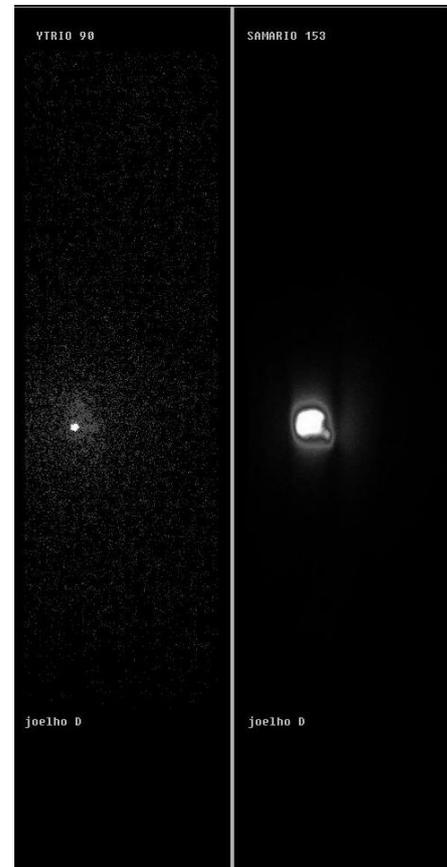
Early scintigraphic study with ^{90}Y -HA e ^{153}Sm -HA.
